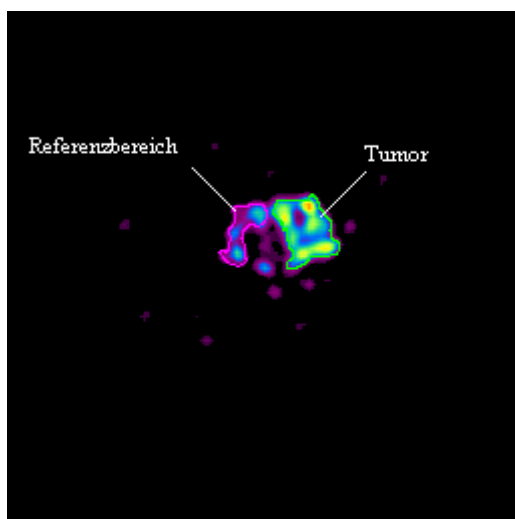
Transversaler Schnitt durch den Tumor im PET (ohne Blockade)
